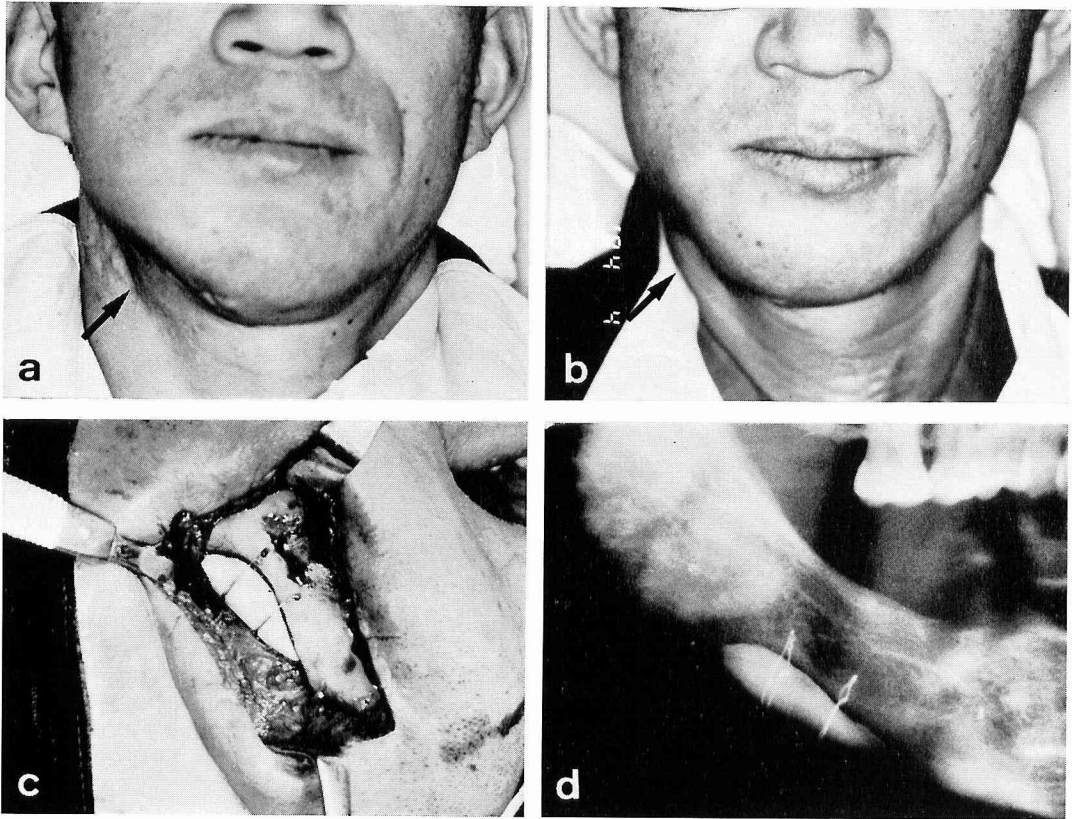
a: 症例 No. 1 の術前顔貌所見。右下顎部下縁の変形が著しい(矢印)。b: 術後2カ月の顔貌所見。修正された変形を示す(矢印)。c: 術中所見。下顎骨下縁に添加された HAP 緻密体を示す。d: 術後1年のX線所見。
